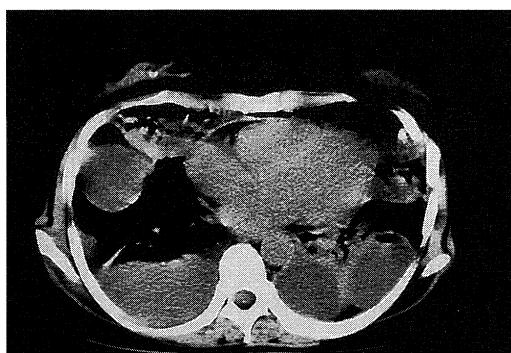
CT demonstrates multifocal loculated fluid collection in extrapulmonary space of both hemithoraces (↑).
